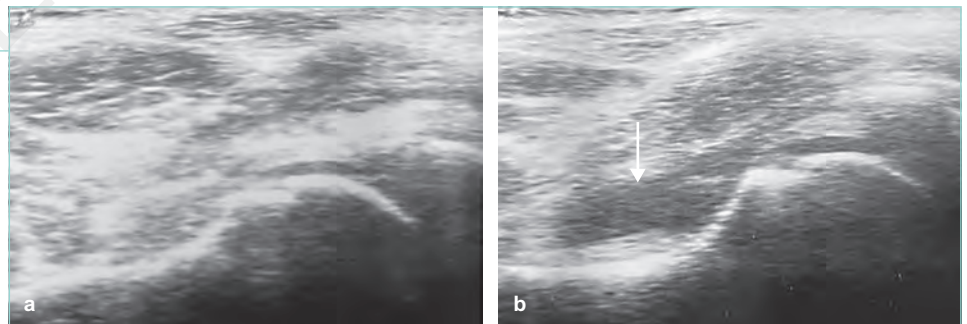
Sonografie bei Coxitis fugax [P1650]
